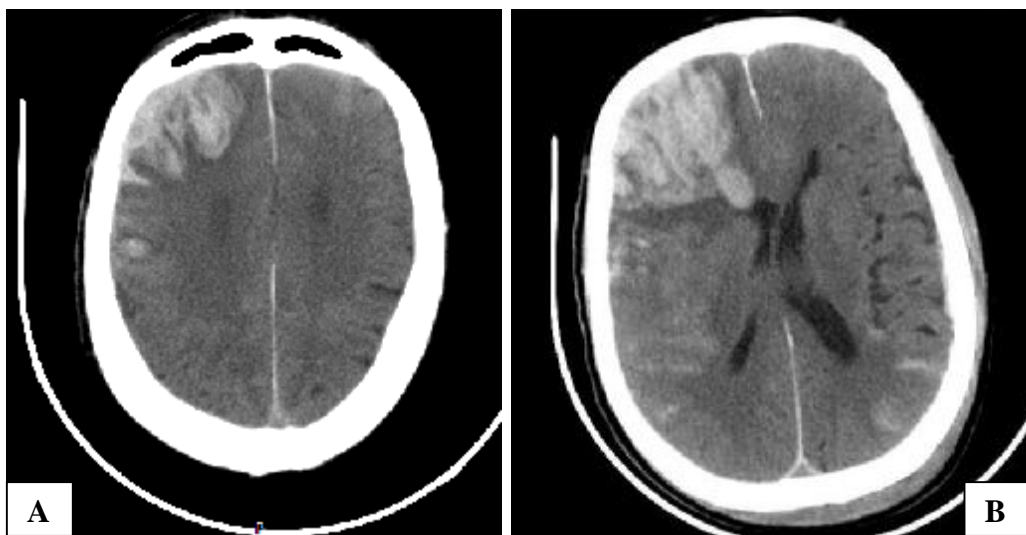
Foyer de contusion frontale droite associé à une hémorragie méningée diffuse. A: TDM réalisée 3 heures après le traumatisme. B: Aggravation des lésions 24 heures après le traumatisme.
